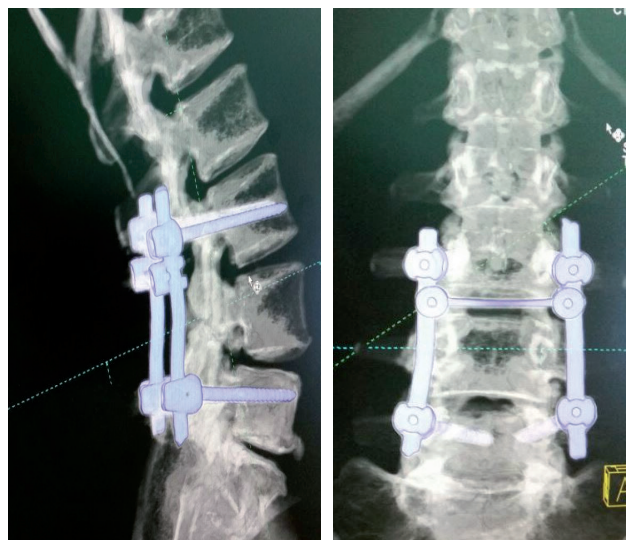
Компьютерная томография поясничного отдела после операции
